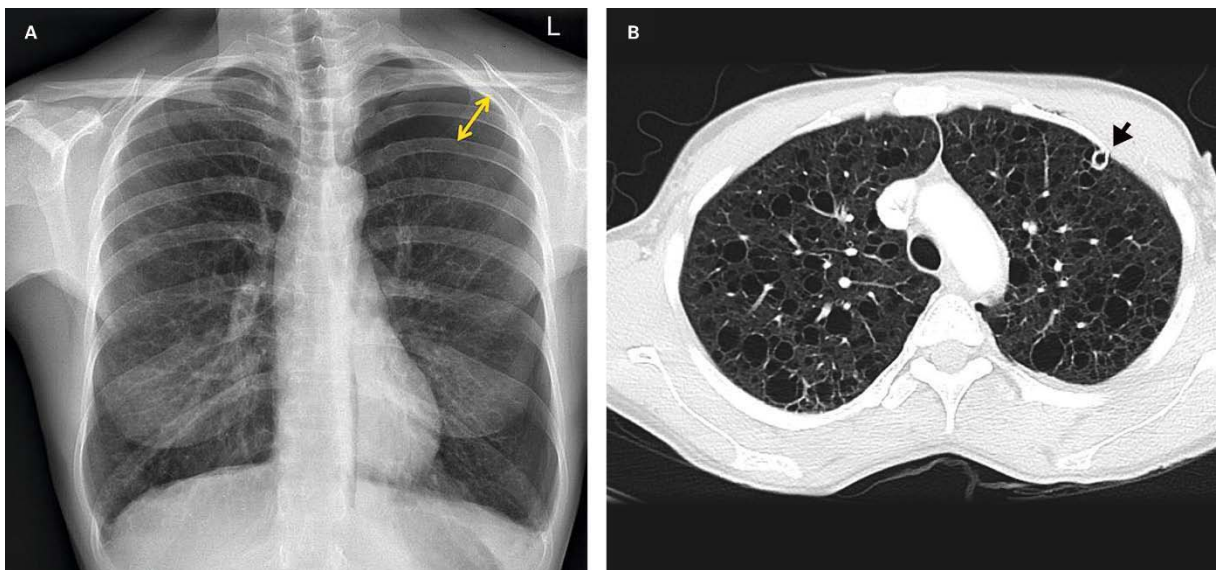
Radiographie thoracique (A) et tomodensitométrie thoracique (B) : pneumothorax spontané secondaire gauche.
